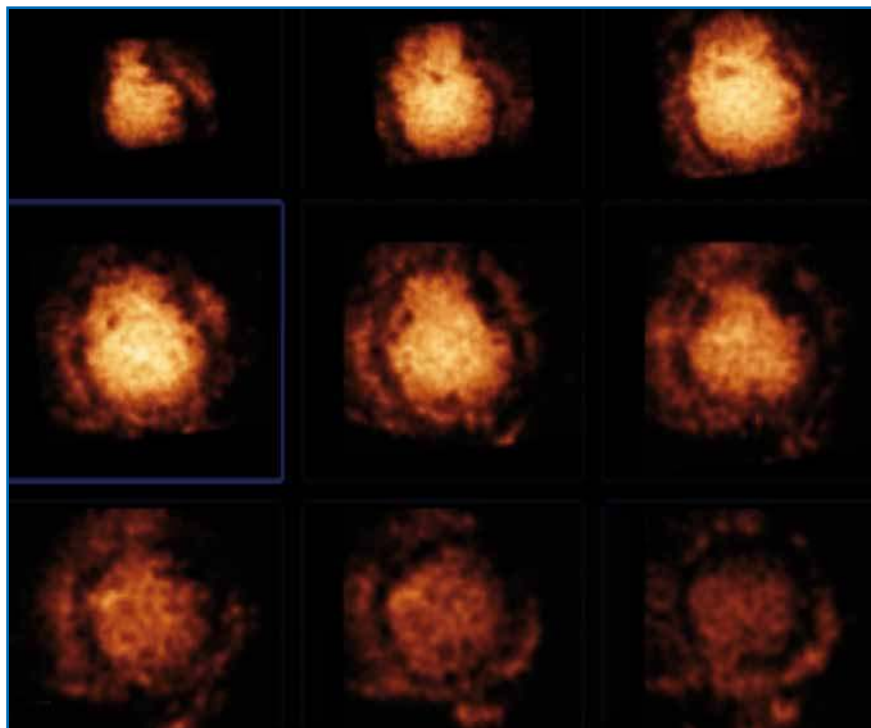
Combinaison de l'échographie de contraste à l'échographie 3D.
